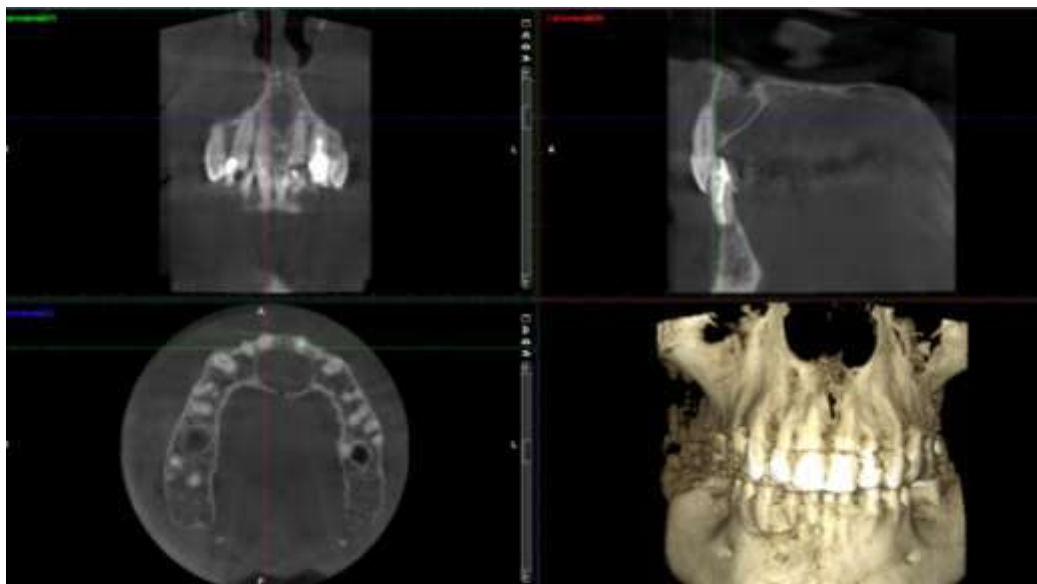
Фрагменти КТ-знімку кісткового дефекту при кісті носопіднебінного каналу.
